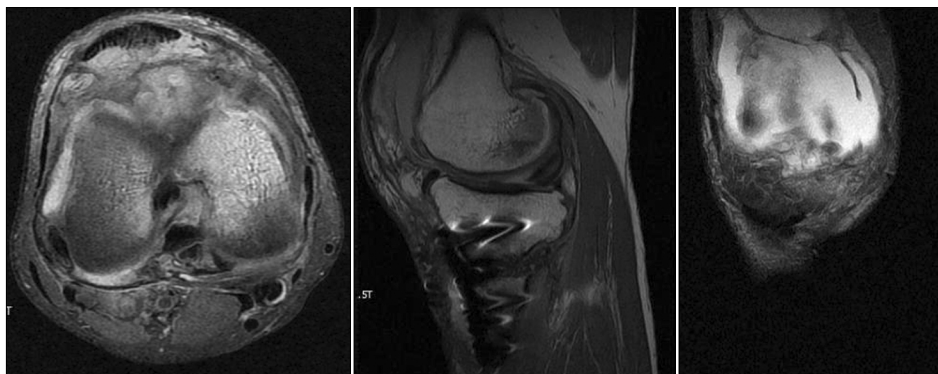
Postoperative magnetic resonance imaging shows the absence of pseudoaneurysm around the anteromedial portal.
